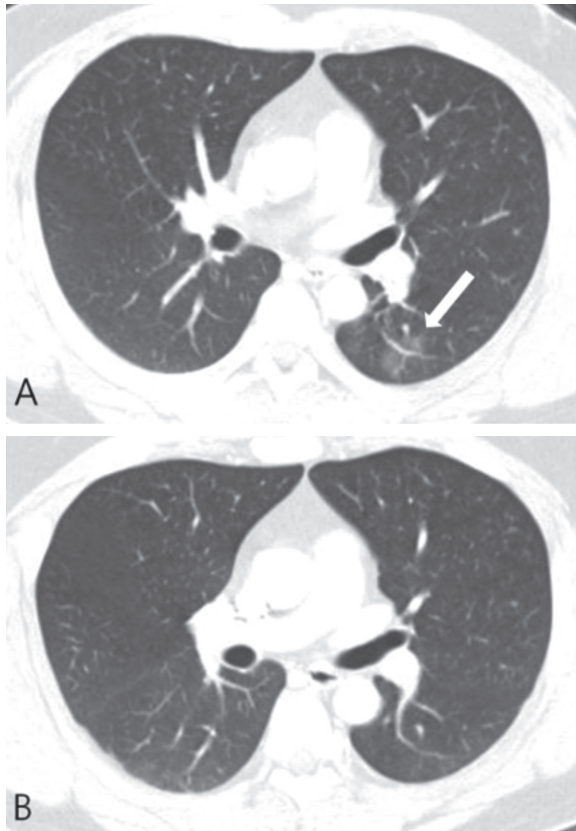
37-year-old man with transient ground-glass nodule. A: Initial CT scan shows about 21 mm sized pure ground-glass nodule in left lower lobe (white arrow). B: Follow-up CT scan obtained 1 month later shows disappearance of this pure ground-glass nodule seen in A.
